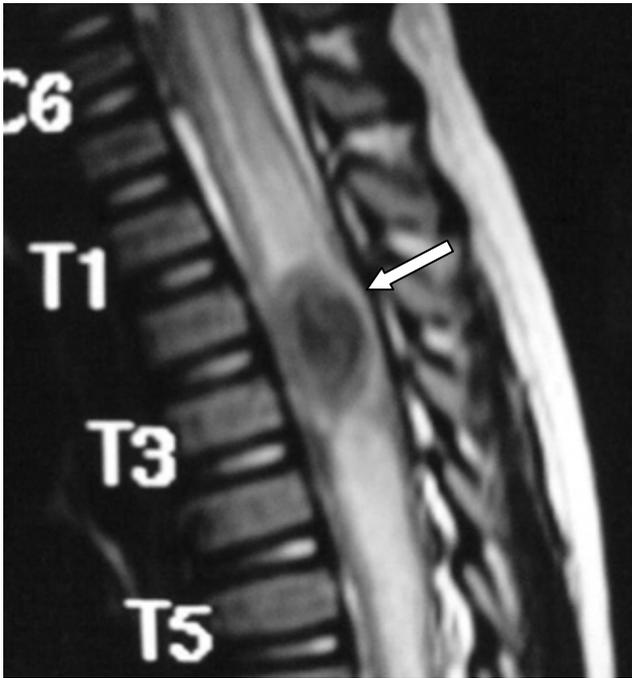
Estudio de resonancia magnética en T2, corte sagital, se observa el granuloma (flecha) que se extiende del borde superior del cuerpo vertebral torácico 2 al borde inferior del cuerpo vertebral torácico 3, con área de alta intensidad en el nivel medular superior inferior a la lesión, correspondiente a edema medular.
